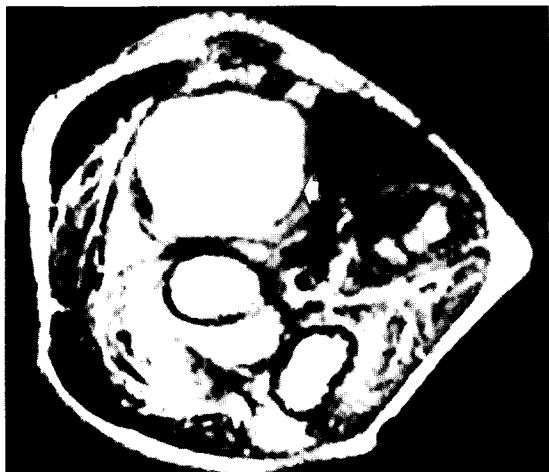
Axial T2-weighted image reveals the mass (arrow) to have an irregular, sharply defined margin with bright, heterogeneous signal intensity.
